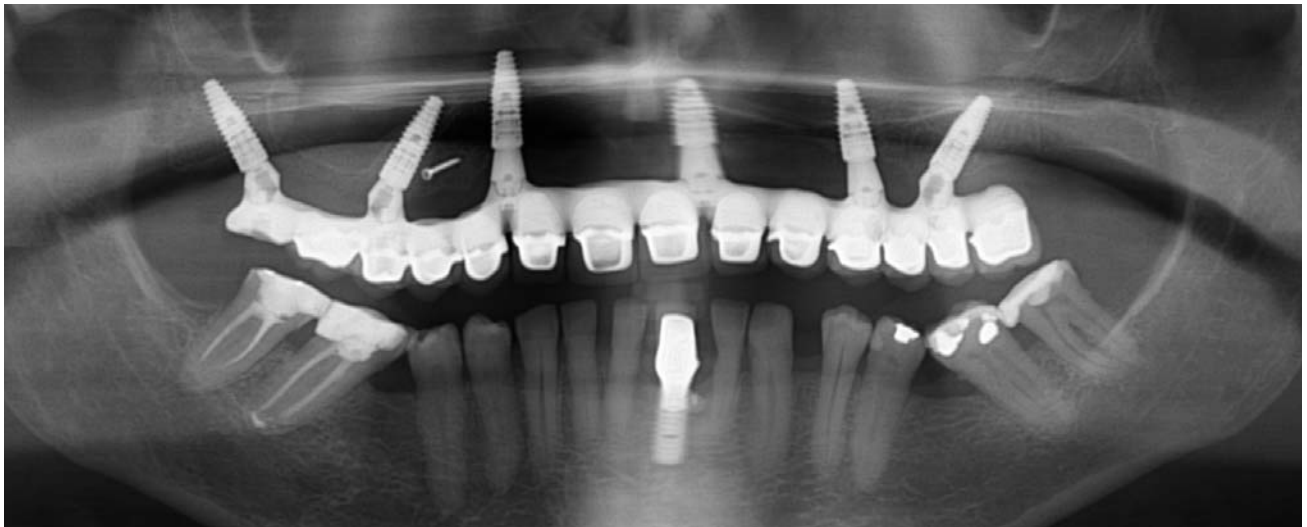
Radiographie panoramique du bridge définitif.
